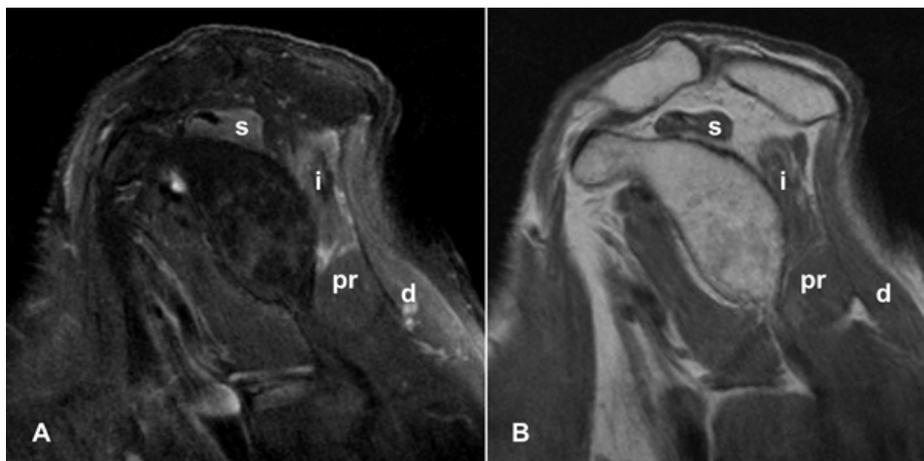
Estudo por RM do ombro direito (18 meses após início de sintomas) com imagens sagitais ponderadas em T2 fatsat – TE 91 / TR 2640 – (A) e T1 – TE 14 / TR 726 – (B): em relação ao estudo anterior (Figura 2) observa-se redução do edema muscular com manutenção da atrofia muscular do supra-espinhoso (s), infra-espinhoso (i) e deltóide (d), grau 4 de Goutallier, já sem alterações significativas do músculo pequeno redondo (pr), grau 1 de Goutallier.
